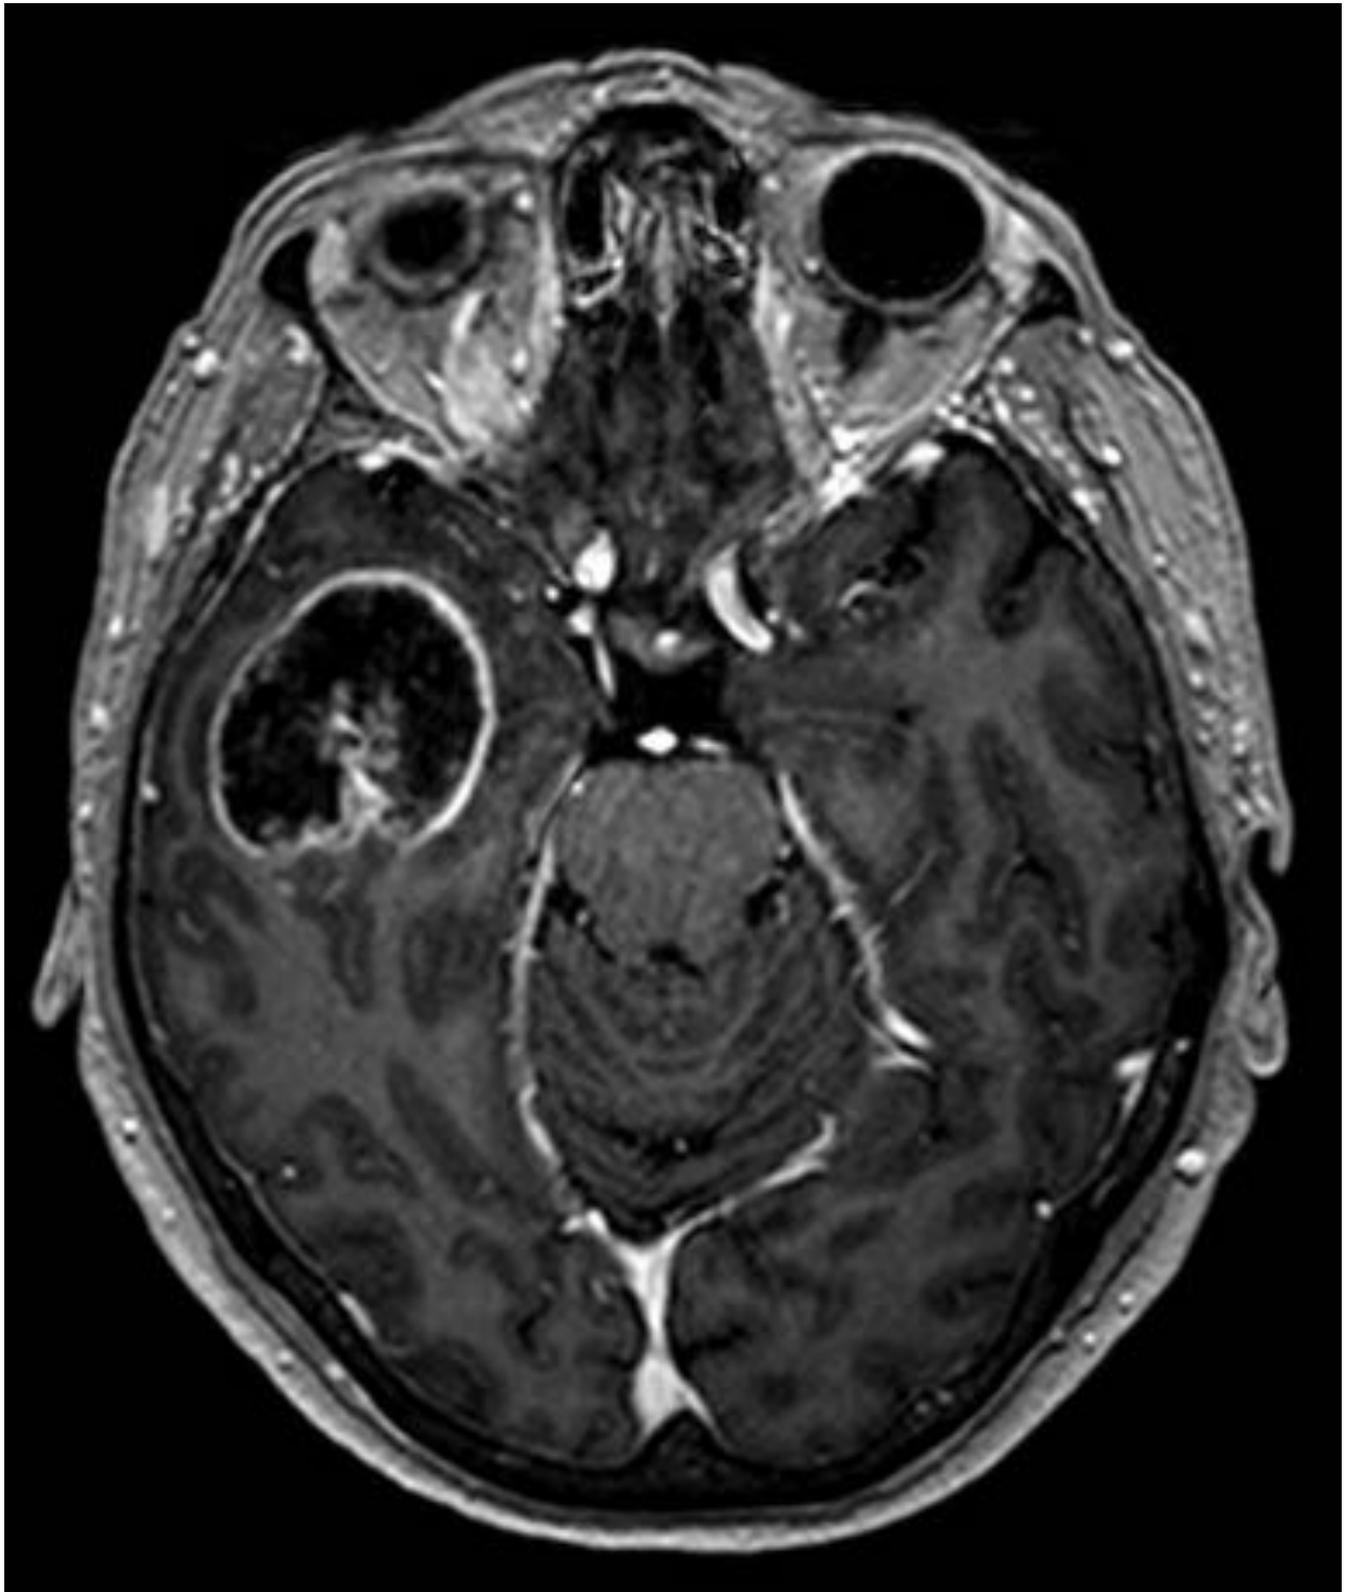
Imagen RM T1 tras administración de Gadolinio del paciente de las Figs 4 y 5, donde se observa una masa mejor definida, heterogénea, con captación de contraste periférico y con cierto componente expansivo local al condicionar borramiento de surcos. Fue etiquetada de Glioblastoma multiforme, con posterior confirmación.
